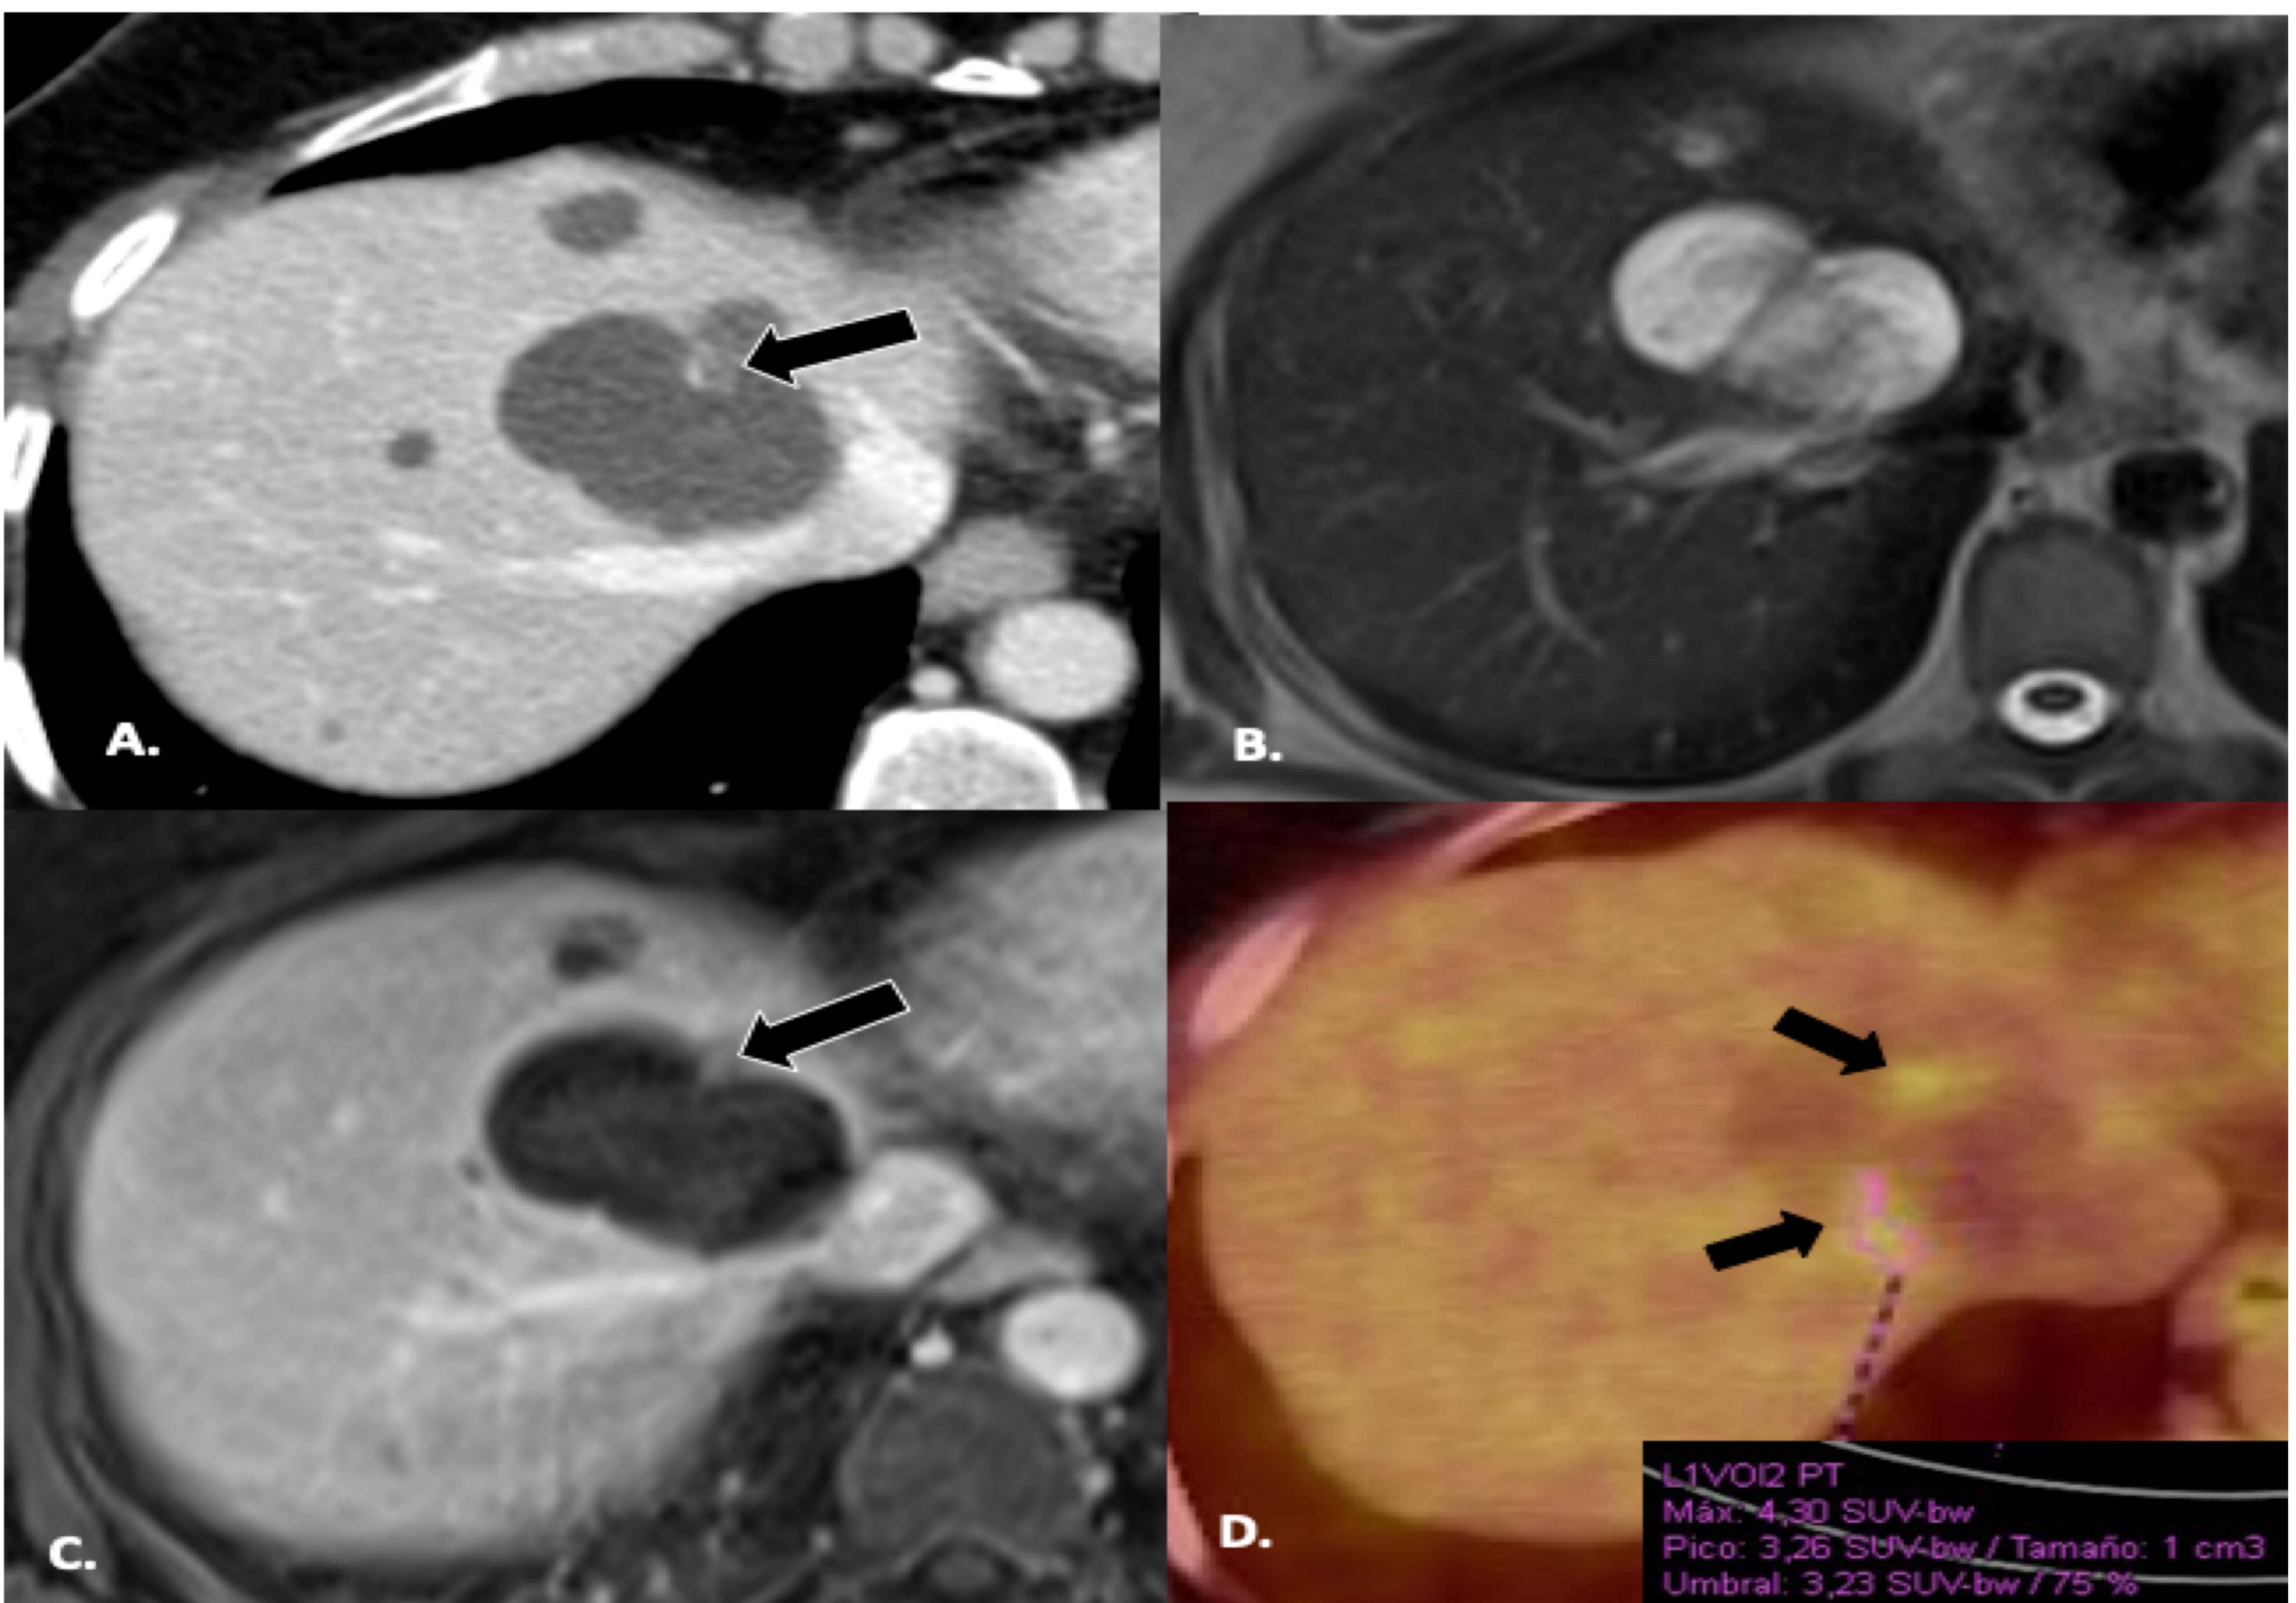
Metástasis quística en mujer de 50 años diagnosticada de carcinoma colorrectal mucinoso. (A) TC en fase portal que muestra en el segmento VIII una lesión quística hepática lobulada con nódulos periféricos y septos finos (flecha). (B) RM ponderada en T2 la lesión es levemente hiperintensa con contenido hipointenso. (C) RM ponderada en T1-FS con contraste, muestra un leve realce del nódulo mural (flecha), que coincide con el área hipermetabólica visualizada en el estudio PET-TC(D). Anatomía patológica: metástasis quística hepática de adenocarcinoma intestinal con necrosis central
